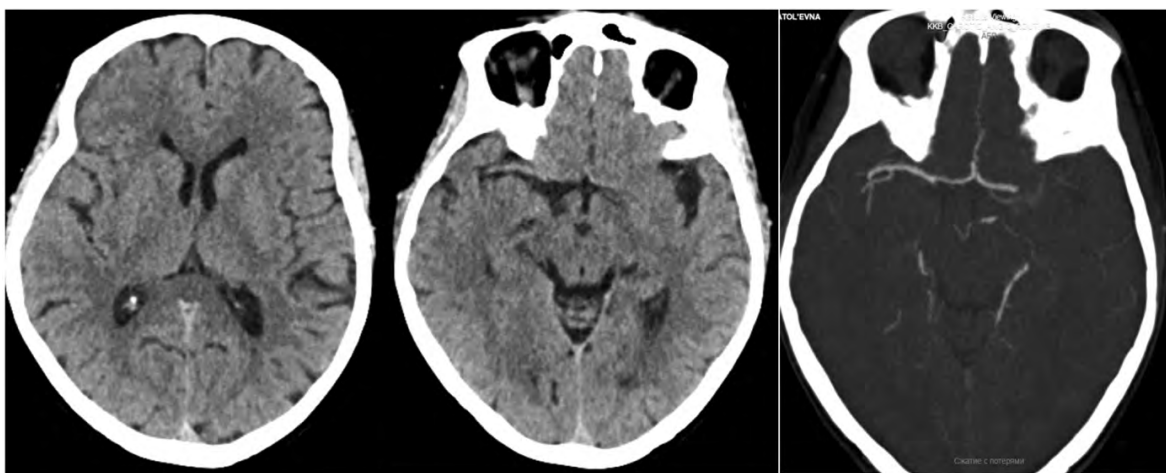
Пациентка Я., МСКТ на момент поступления в стационар: определяется окклюзия левой средней мозговой артерии (указана белой стрелкой). Источник: составлено авторами
